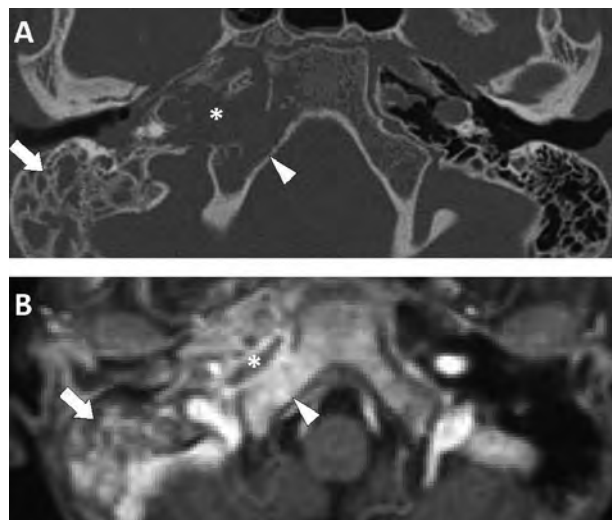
錐体尖炎のA 側頭骨CT, B MRI (造影)
